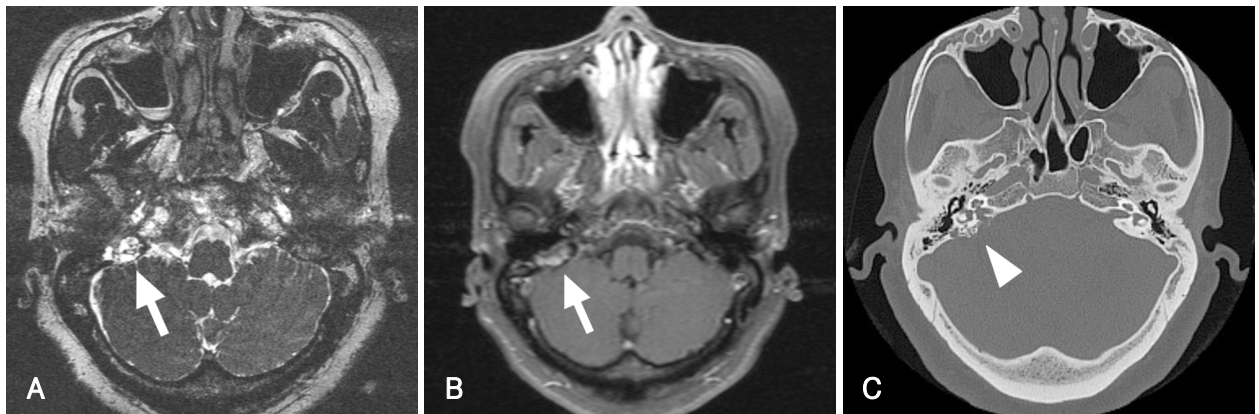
Radiologic findings. Temporal bone magnetic resonance image T2-weighted image (A), T1-weighted image (B), temporal bone computed tomography (C). About 2.2×1.6 cm sized tumor involved the bony plate of posterior cranial fossa in right temporal bone (arrow), postero-inferior wall of internal auditory canal, and postero-lateral wall of jugular bulb. The tumor shows moth-eaten pattern and honeycomb appearance with diffuse destruction of the right petrous bone (arrowhead).
